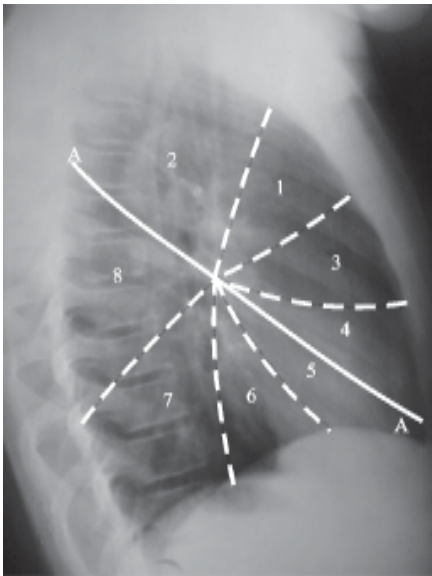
Radiografía lateral izquierda (segmentación pulmonar). 1. Segmento anterior del lóbulo superior izquierdo. 2. Segmento apicoposterior del lóbulo superior izquierdo. 3. Segmento superior de la llingula. 4. Segmento inferior de la llingula. 5. Segmento anteromedio basal del lóbulo inferior. 6. Segmento lateral basal del lóbulo inferior. 7. Segmento posterior basal del lóbulo inferior. 8. Segmento superior o apical del lóbulo inferior. A. Cisura mayor.
